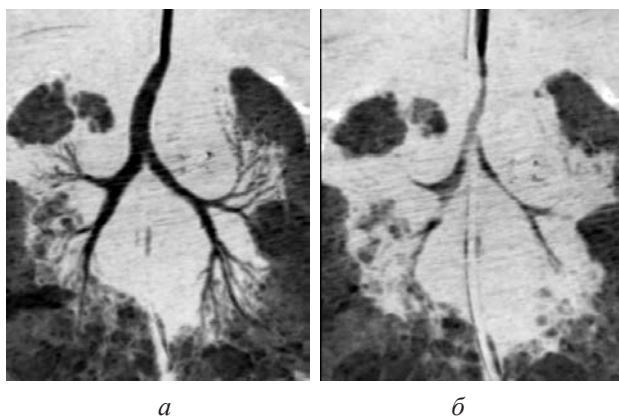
СКТ ОГК (МІР реконструкція у фронтальній проекції) недоношеної дитини з БЛД ІІІ ст.: *a* – на вдиху; *б* – на видиху: трахеобронхомалія. Звуження просвіту трахеї та бронхів на видиху
